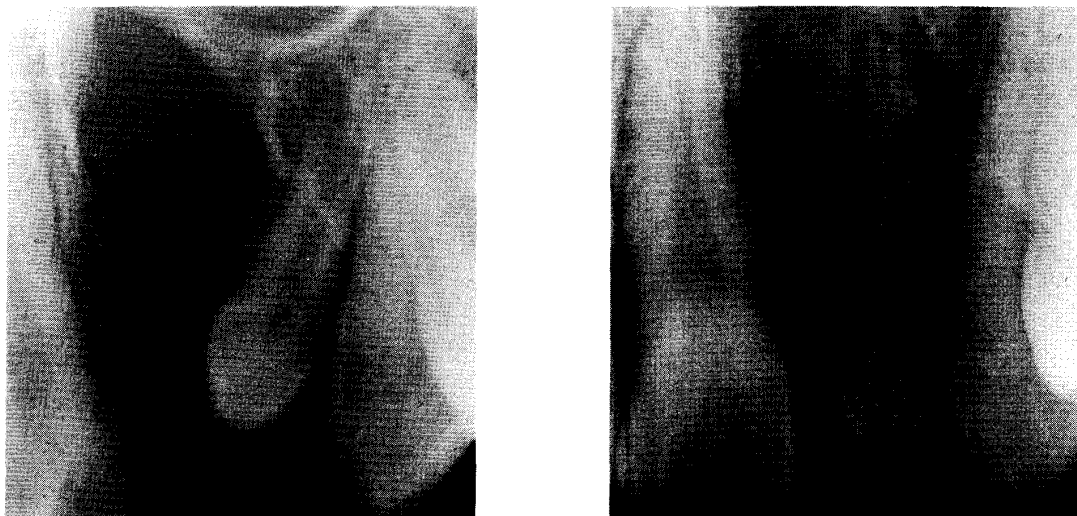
Dental radiographs in Case 2.
